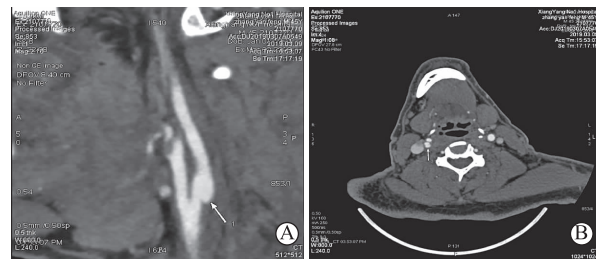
头颈CT血管成像 A为矢状位CT血管成像显示右侧颈动脉分叉处后壁向管腔内突出的薄层充盈缺损;B为轴位CT血管成像显示薄层隔膜
